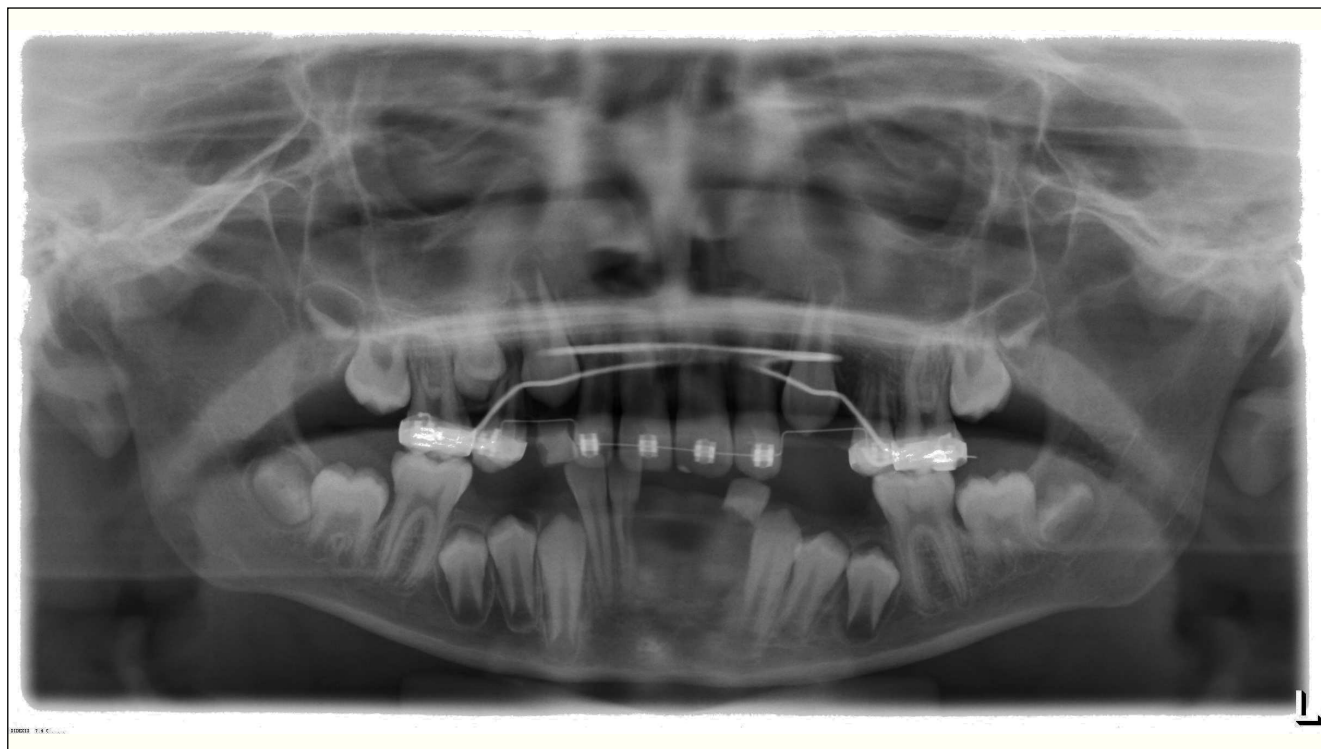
Radiografía panorámica.
